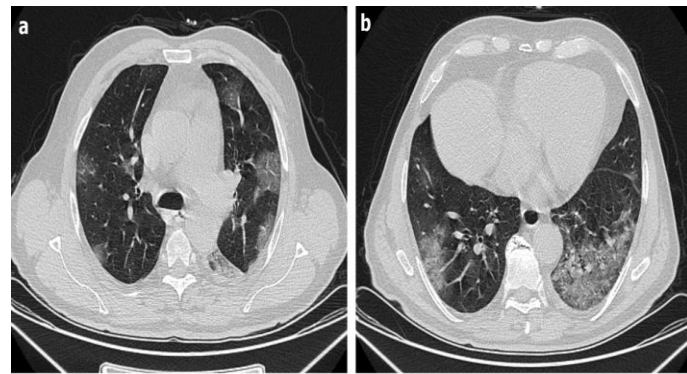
76-year-old man with pneumonia caused by coronavirus disease 2019 (COVID-19) confirmed by RT-PCR. Axial unenhanced chest CT images (a and b) at different levels show mainly peripherally located multiple patchy ground-glass opacities. The patient was grouped as high suspect (CT score 3) based on CT findings.
